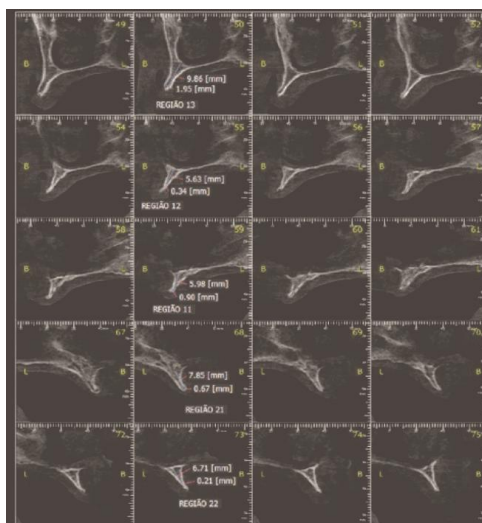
Tomografia inicial da paciente do caso clínico 1.
